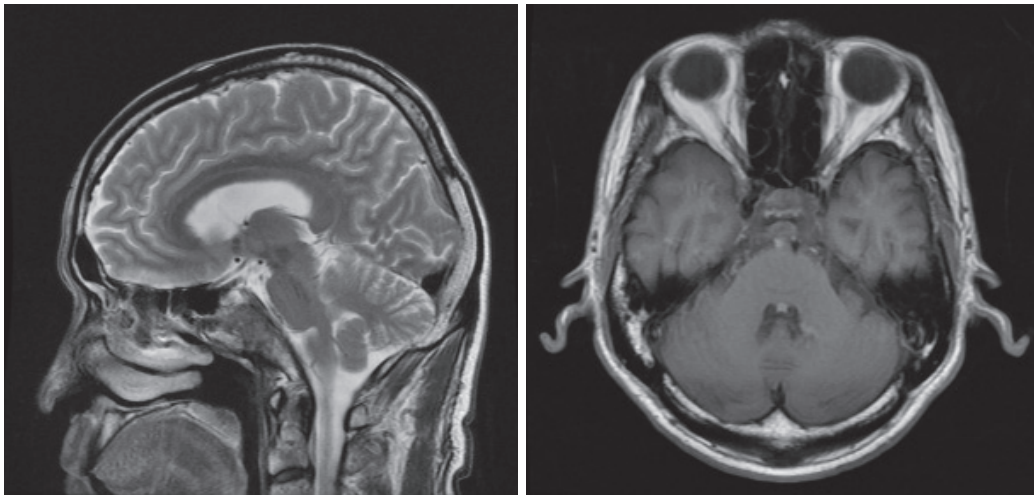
Brain Magnetic Resonance Image (MRI). There is an about 18×14×17 mm sized osteolytic mass in the clivus. The mass has high signal in T1 weighted MRI, and low signal in T2 weighted MRI. Chordoma can be excluded, because in T1 weighted MRI, chordoma has low signal, and in T2 weighted MRI, high signal.
